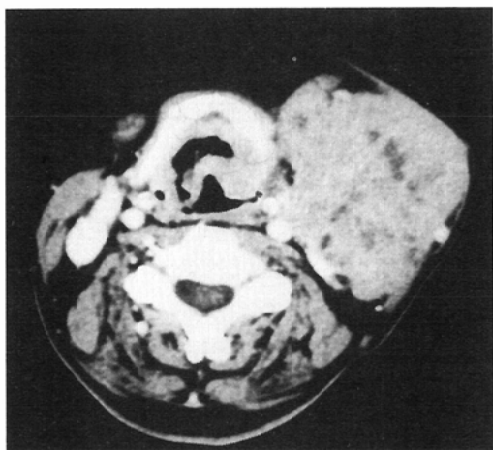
CT shows a bulky metastatic lymph node before hyperthermia treatment combined with radiation therapy.
